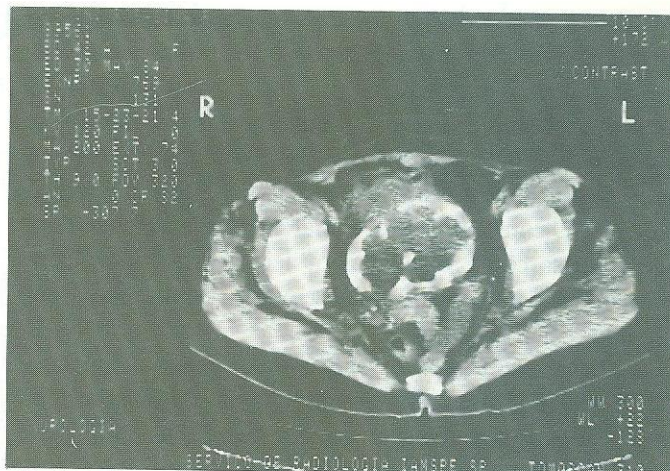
Tomografia computadorizada evidenciando grande falha de enchimento no interior da bexiga, de contornos irregulares, infiltrando a parede e a gordura perivesical
